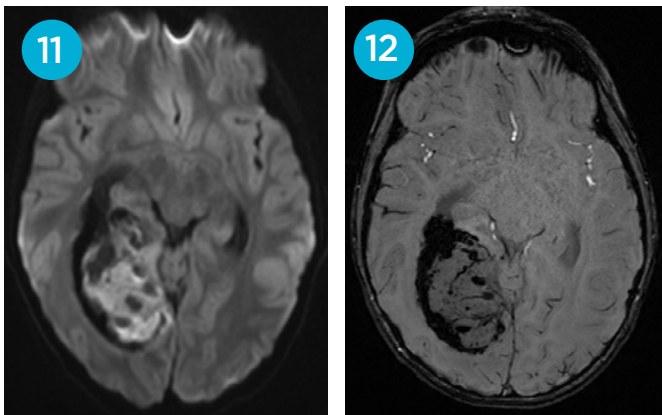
Resonancia magnética de encéfalo, en secuencia ponderada en difusión en plano axial, se observa componente sólido central que restringe al estudio de difusión.
